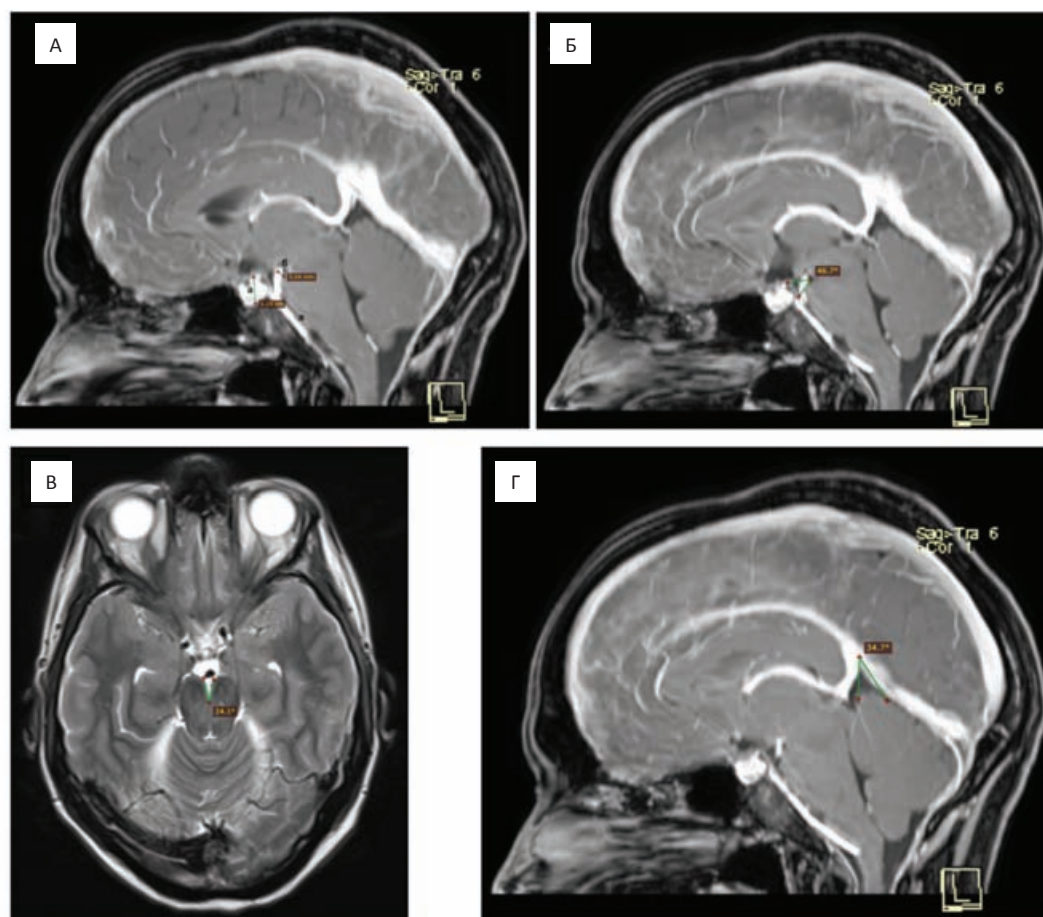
Пациент К., 36 лет. МРТ головного мозга в режиме T_1+C (А), (Б), (Г) в сагиттальной проекции и T_2 в аксиальной проекции (В). Отмечается уплощение вентральной поверхности варолиева моста, увеличение вертикального размера гипофиза до 1,2 см, мамиллопонтинного расстояния до 3,2 мм (А), межножкового угла до $24,1^\circ$ (Б), понтomezенцефального угла до $46,7^\circ$ (Б). На изображении (Г) угол, образованный веней Галена и прямым синусом, равен $34,7^\circ$, что ниже его нормальных значений
